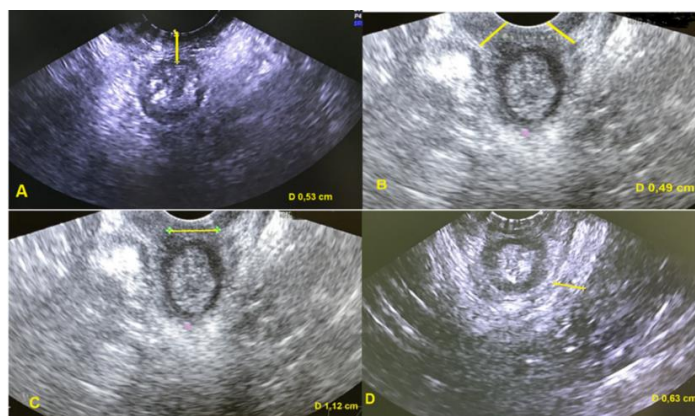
ТП-УЗИ. А. Уменьшение высоты сухожильного центра.
